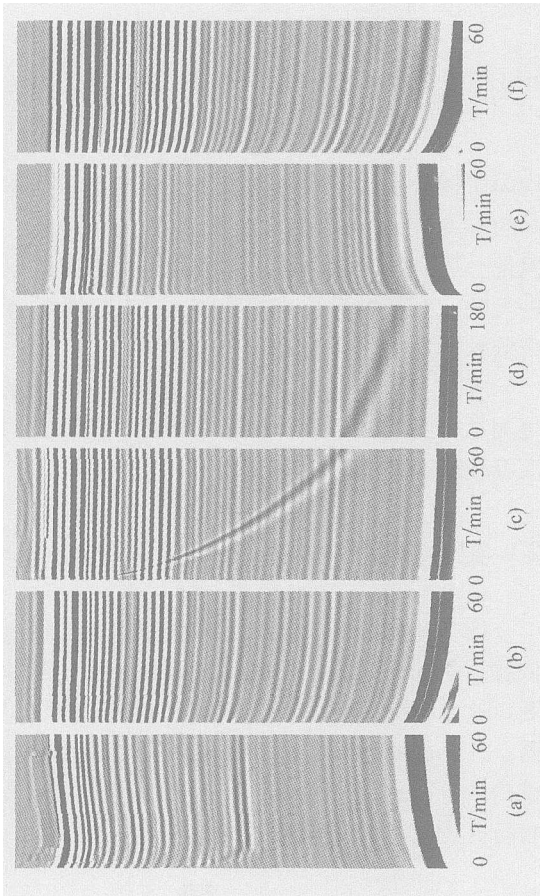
实验 1 结果, 当关节软骨在 0.15M 的盐水中浸泡 3 个小时以后, 从图 (a) 到图 (f) 分别为浸泡在 2M 盐水、0.15M 盐水、胰岛素溶液、0.15M 盐水、2M 盐水、0.15M 盐水过程中的关节软骨的 M 型超声图像。其中每一幅图的左边起始白色线条为软骨表面, 右边白色粗线条为软骨和骨头的接触面
